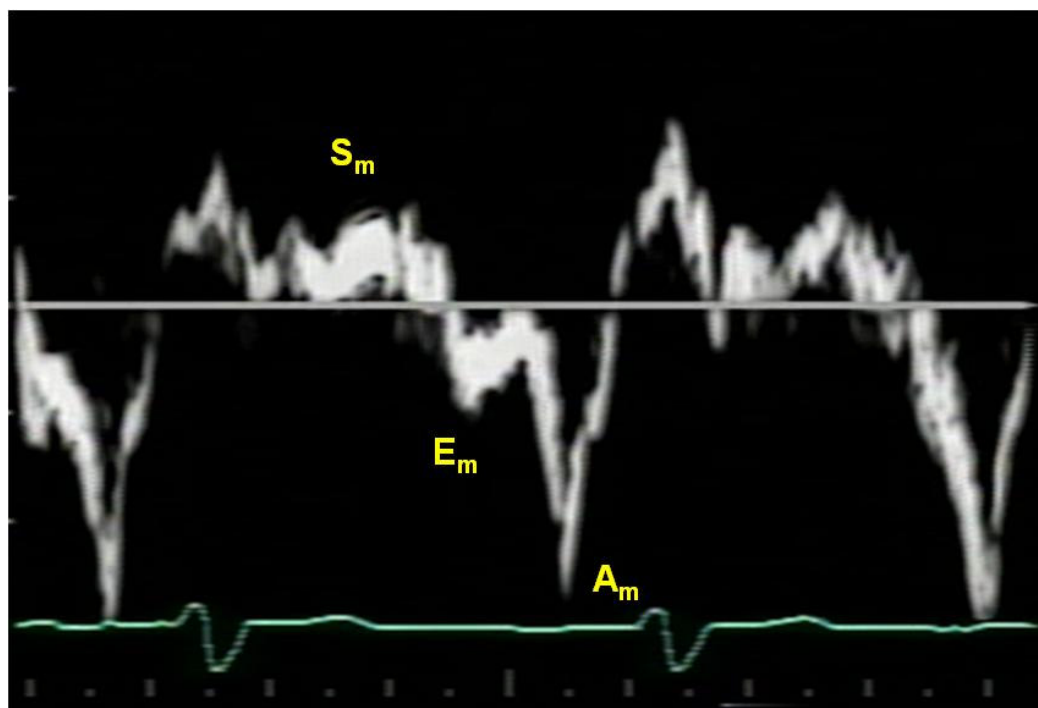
Curva espectral do Doppler tecidual pulsátil da parede lateral do ventrículo esquerdo, mostrando a velocidade miocárdica diastólica precoce (E_m), a velocidade miocárdica diastólica após contração atrial (A_m) e a velocidade miocárdica sistólica (S_m).
